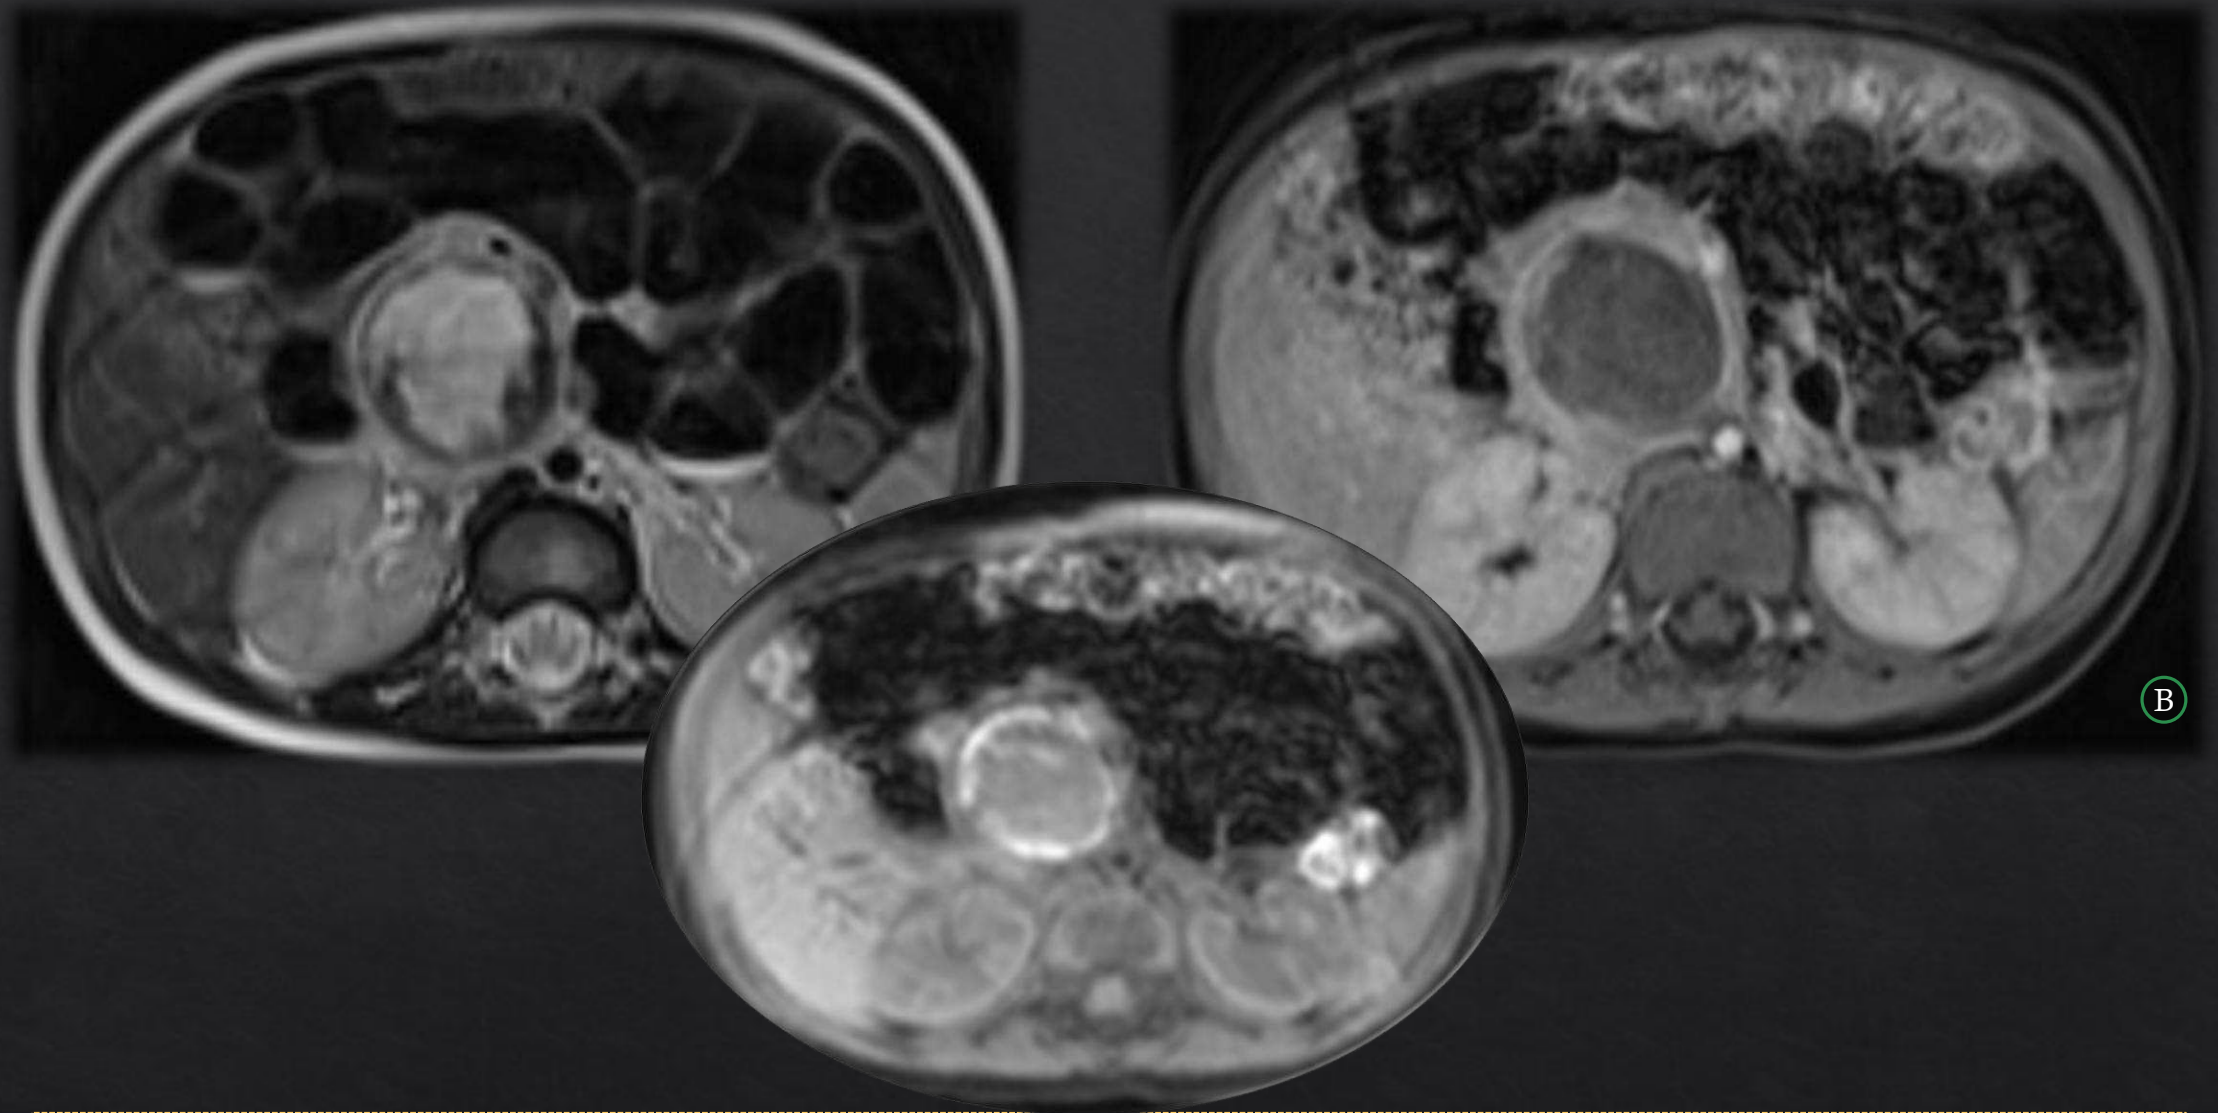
B. RM abdominopélvica con secuencias T2 y T1 FS con contraste plano axial.
